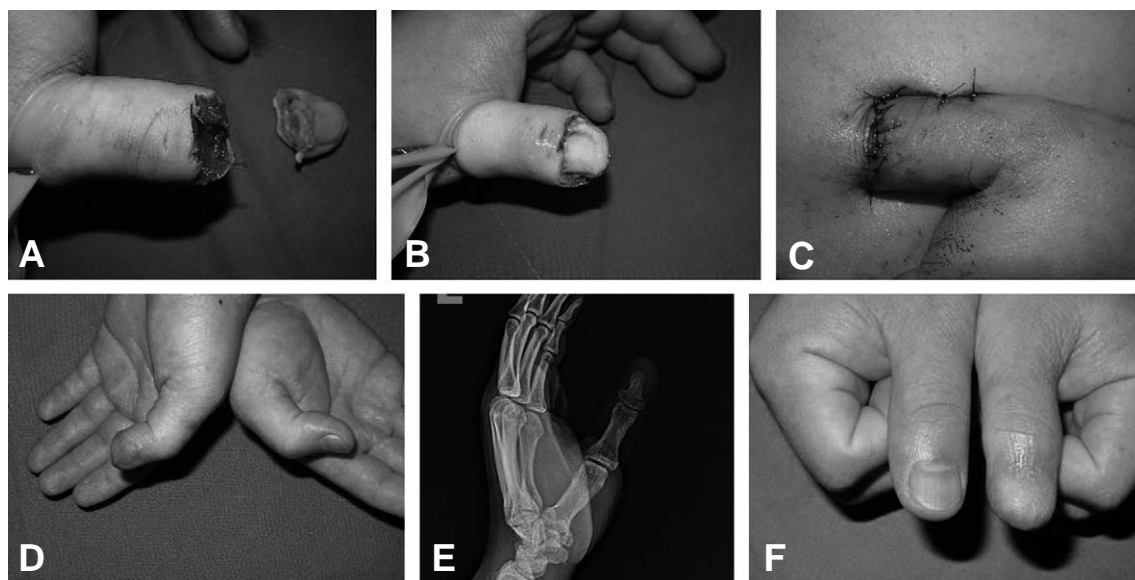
(A) Preoperative view of the left thumb shows complete amputation across the lunula level, (B) Intraoperative photograph shows de-epithelialized distal finger tip and the distal fracture fragment was fixated to the proximal fragment of the distal phalanx of the thumb with K-wires fixation, (C) Intraoperative photograph shows the reattached part was inserted into the pocket and sutured to the surrounding skin, (D) Follow-up range of motion of IP joint of the left thumb after postoperative 16 months, (E) The distal phalanx of left thumb was united on radiograph after postoperative 16 months, (F) The left thumb nail was impossible to grow after postoperative 16 months.
